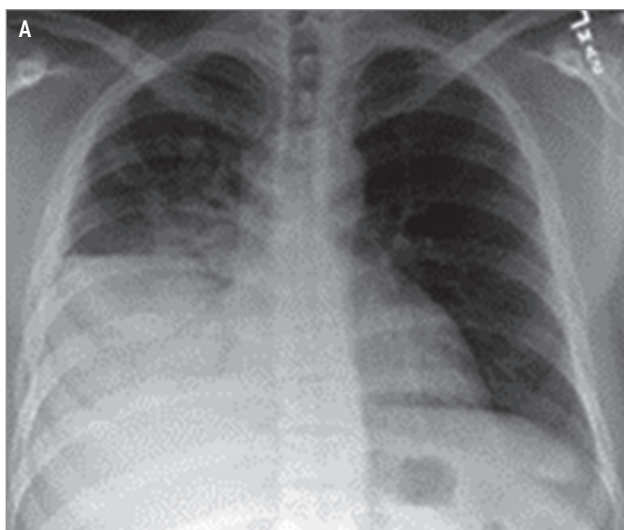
Альвеококкоз правого легкого: А – инфильтрация нижней доли правого легкого с уровнем жидкости при рентгенографии; Б – инфильтрация ткани в нижней доле правого легкого с наличием жидкостных включений при мультиспиральной компьютерной томографии
